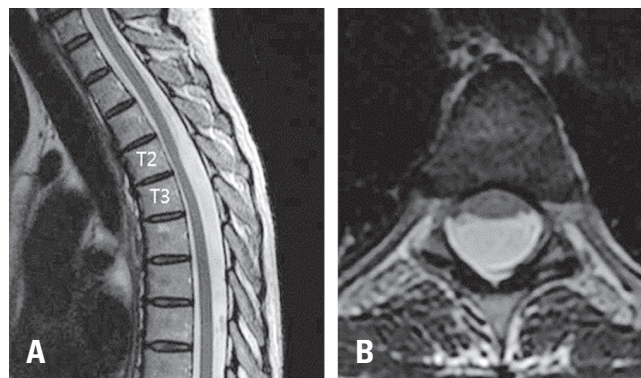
Intradural arachnoid cyst in a 37-year-old woman. She experienced weakness in the lower extremities. (A, B) T2-weighted MRI shows anterior displacement of the spinal cord with a widened subarachnoid space at T2-3. There was no cerebrospinal fluid flow artifact in the dorsal subarachnoid space, and the spinal cord was compressed by an intradural arachnoid cyst. MRI, magnetic resonance imaging.
